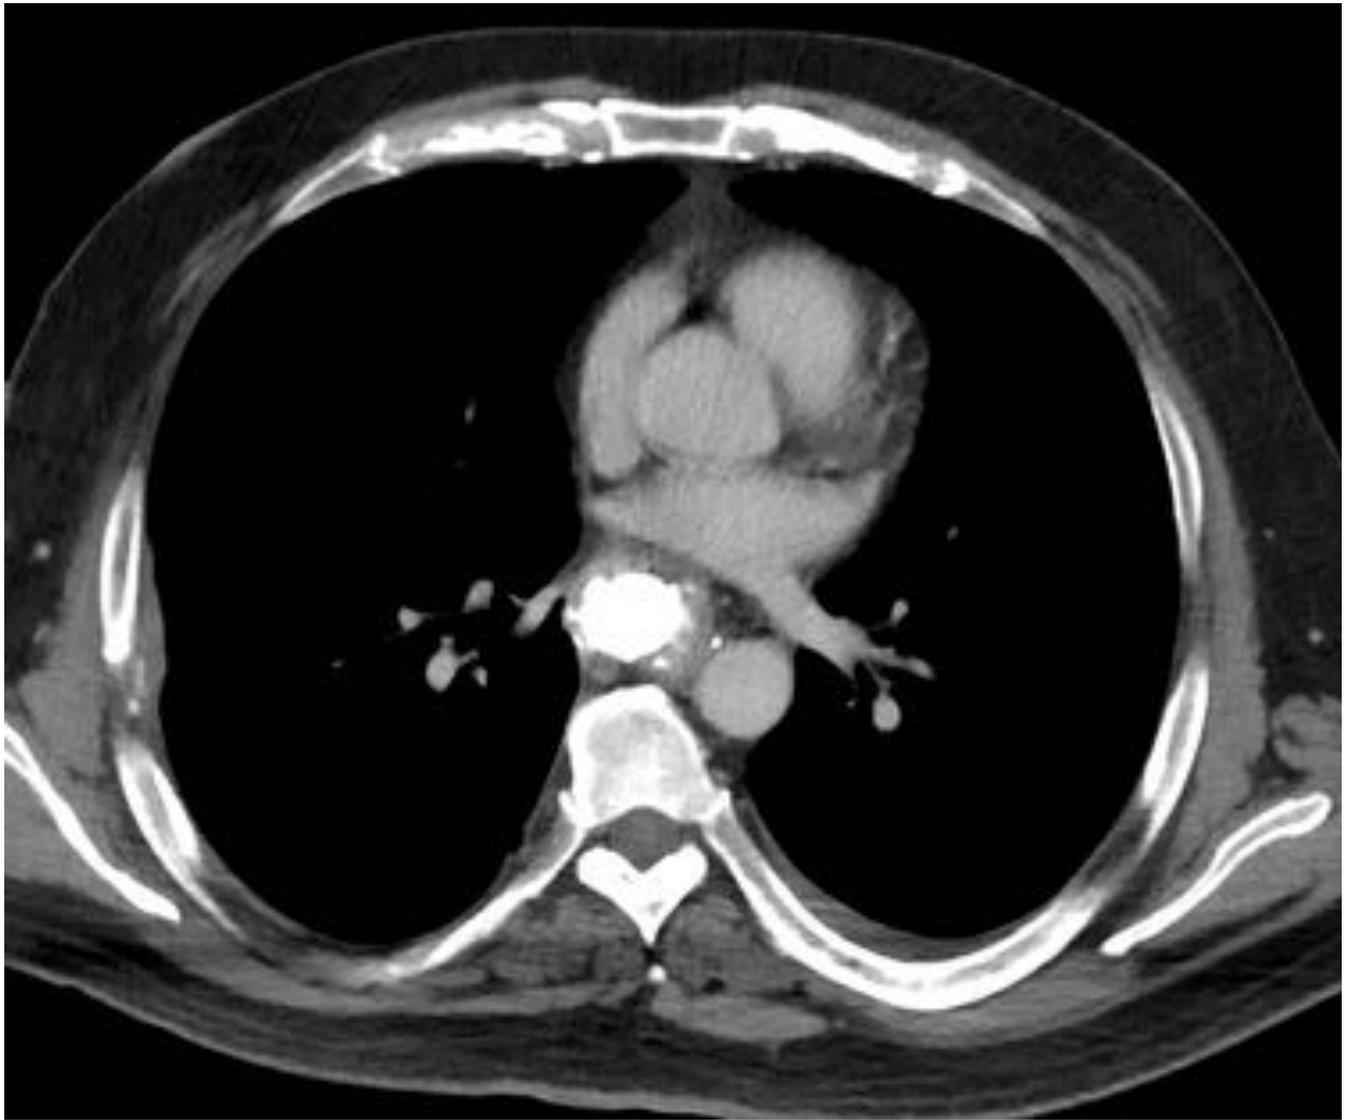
Imagen axial de un TAC con contraste donde se observa una prótesis correctamente colocada. La luz esta ocupada por un contraste yodado diluido para valorar persistencia de una fístula.
